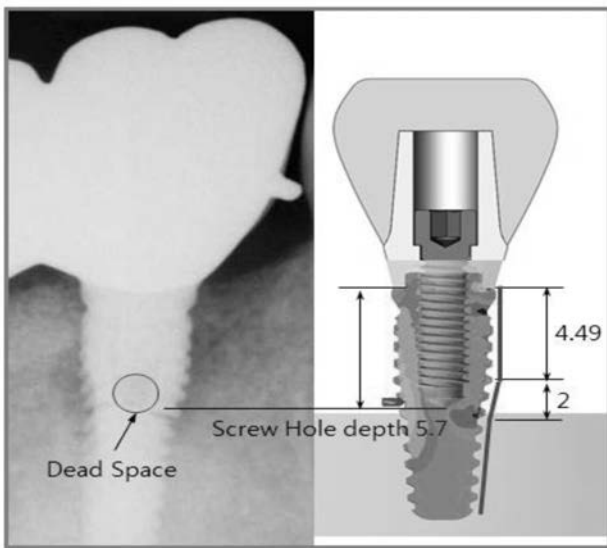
Periapical radiograph used in this study and analysis of the model.
